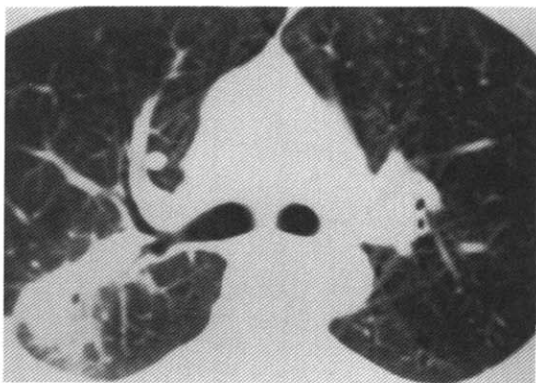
Chest CT shows subsegmental collapse and pneumonic consolidation on posterior segment of the right upper lobe
